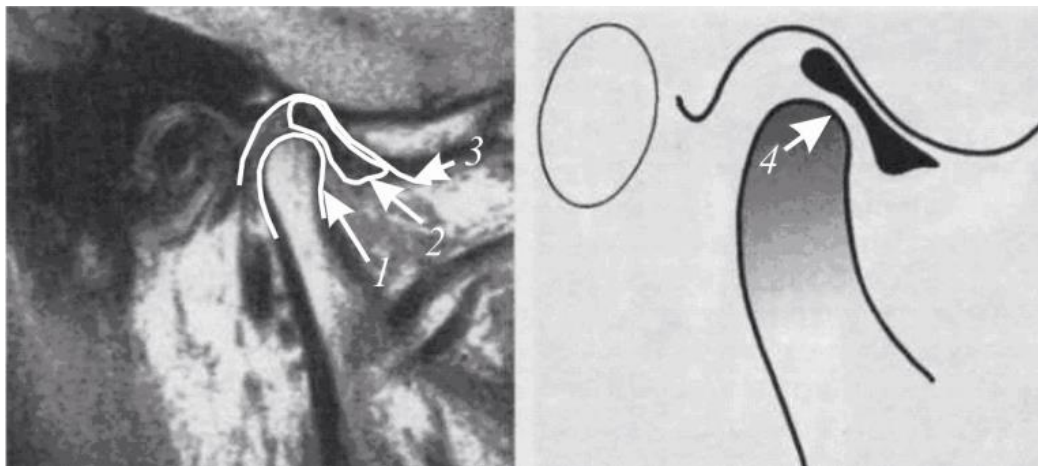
Взаимное расположение суставных структур при центральной окклюзии в норме. Магнитно-резонансная томография височно-нижнечелюстного сустава (кососагиттальная проекция (под углом к сагиттальной)): 1 – мыщелок нижней челюсти; 2 – суставной диск; 3 – суставная ямка и бугорок; 4 – вектор жевательной нагрузки, приложенный к центральной зоне суставного диска [87]
